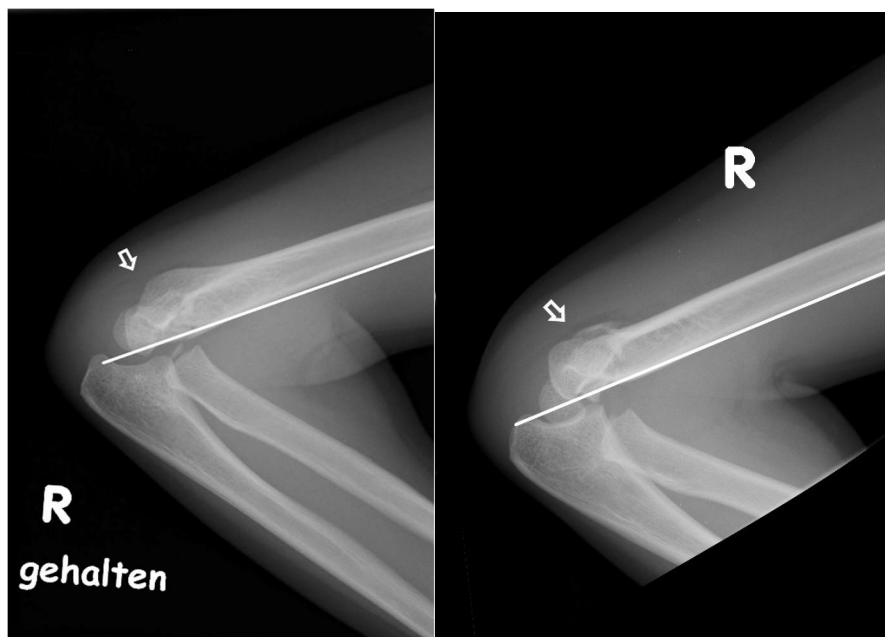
Fall 193: Röntgenbild am Unfalltag
